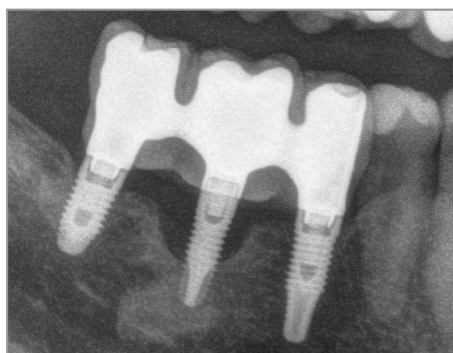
Radiografie inițială a pacientului, în care se poate observa pierderea osoasă creștală la nivelul implantului intermediar.
